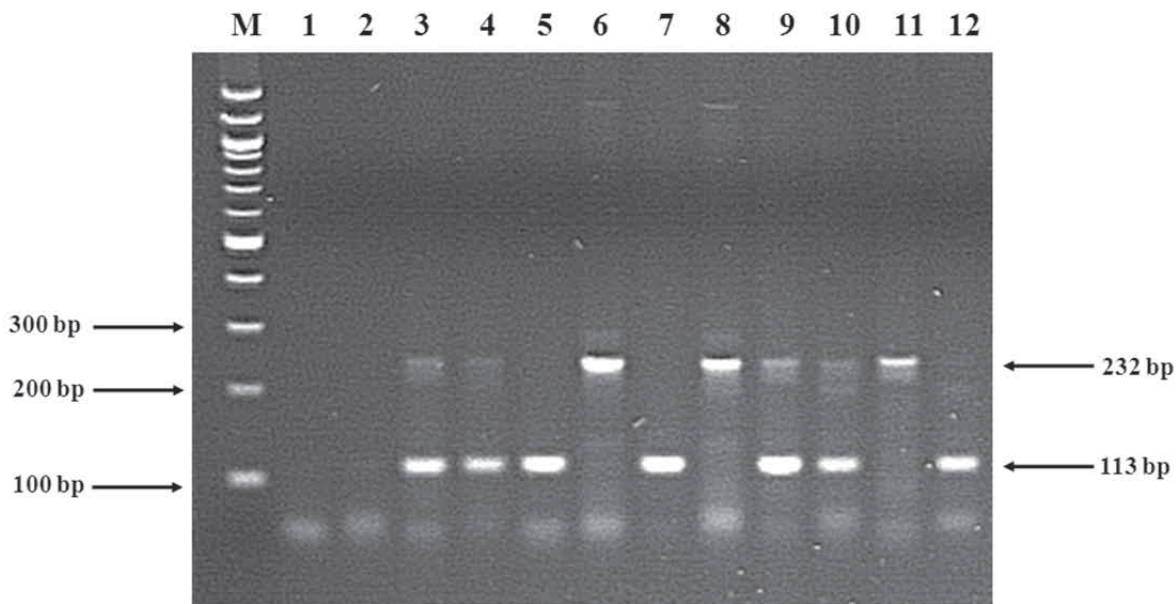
Agarose gel electrophoresis of the platelet GPIa C807T/G873A gene polymorphisms using ASPCR. Two PCR reactions using forward primer specific for 807T/873G and 807C/873A alleles in reaction 1 and 2, respectively. The 232 and 113 bp fragments are the PCR products of 807C/807T and 873G/873A alleles respectively. M = 100 bp ladder, lane 1, 3, 5, 7, 9, 11 = reaction 1 (specific primer for 807T and 873G allele) lane 2, 4, 6, 8, 10, 12, = reaction 2 (specific primer for 807C and 873A alleles), lane 1 and 2 = no template control, lane 5+6 and 7+8 = 807CC/873GG homozygote, lane 3+4 and 9+10 = 807CT/873GA heterozygote, lane 11+12 = 807TT/873AA homozygote
